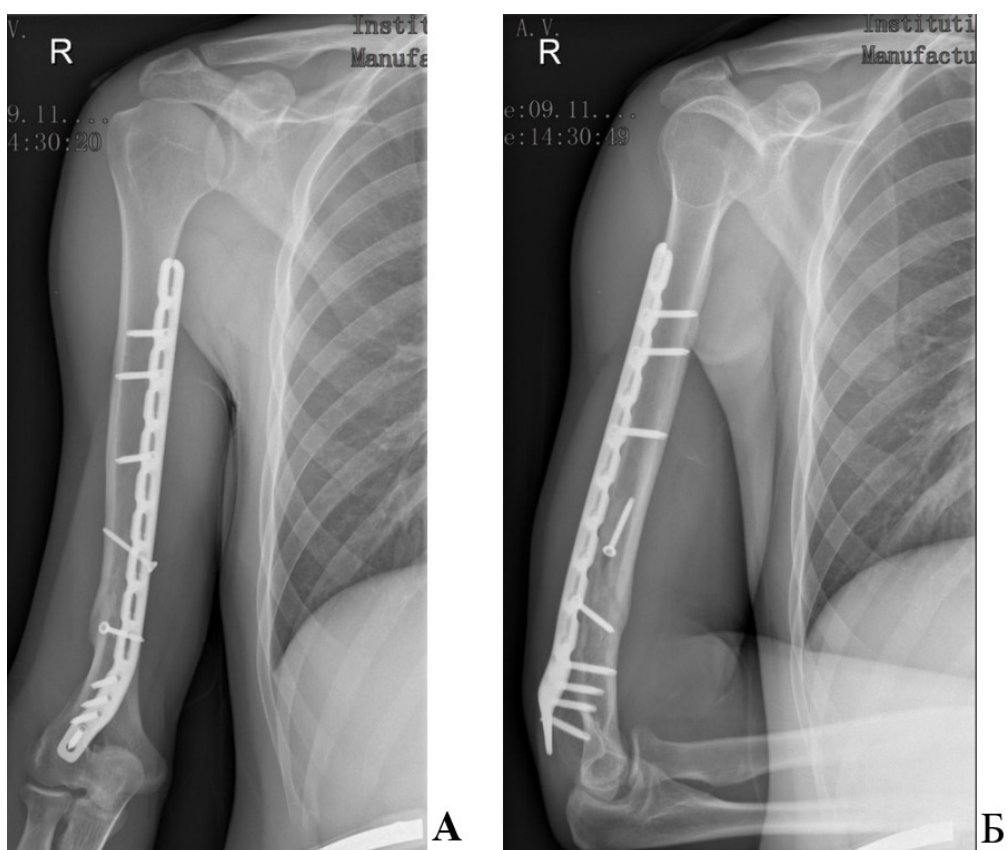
Рентгенограммы пациента X., 38 лет, и/б 1349-18. А – прямая проекция, Б – боковая проекция. 9 месяцев после операции. Сросшийся перелом правой плечевой кости после остеосинтеза
